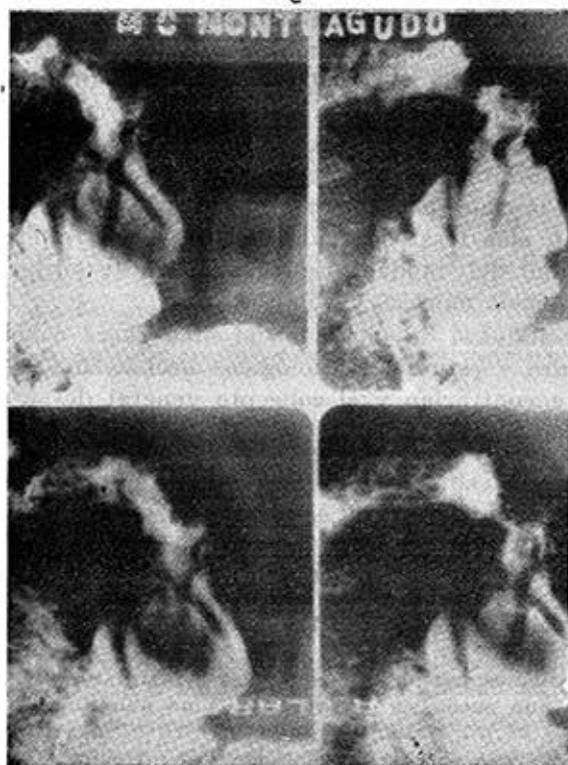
Radiografías en acecho tomadas tres meses y medio más tarde, en las que se observa que la imagen de nicho ha desaparecido, persistiendo solamente una ligera irregularidad del bulbo duodenal.
